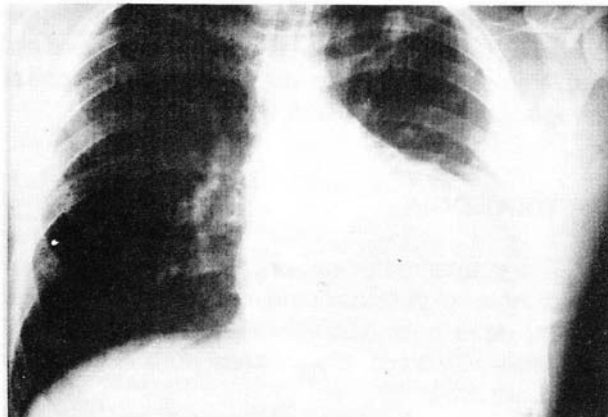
Radiografía de tórax de uno de los pacientes que muestra aumento de tamaño de la silueta cardíaca y derrame pleural (hemotórax) izquierdo.
